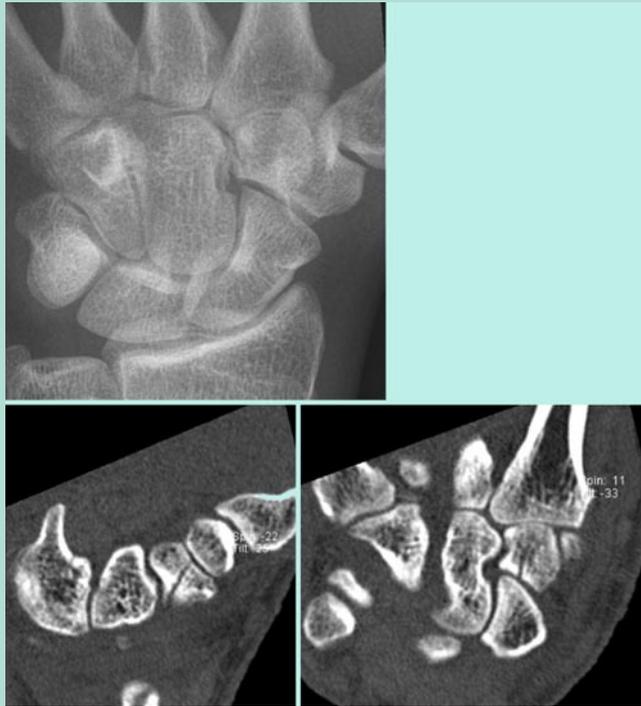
◀ Unverschobene, erst durch CT nachgewiesene Korpusfraktur des Trapezoids, konservative Therapie
